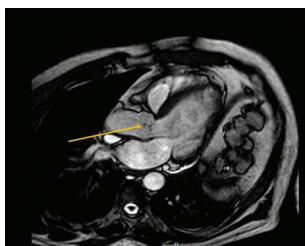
Resonancia magnética en vista 3 cámaras muestra masa en cara arterial de válvula aortica.
